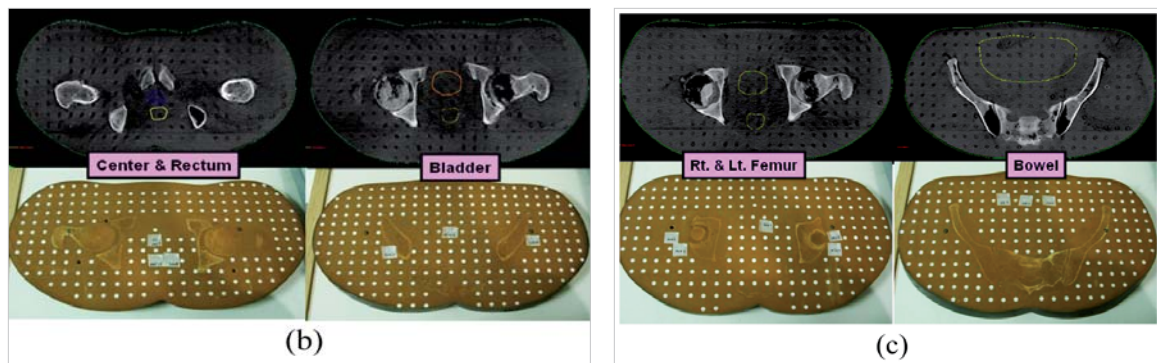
TLD 100H measured dose in mGy in the Rando phantom and the positions at which doses were measured for CBCT scanning
